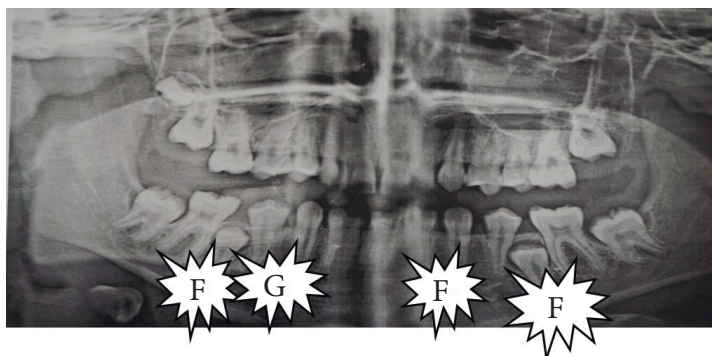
Ortopantomografia pacientei Ț.D., 13 ani, cu diagnoza: anomalie dento-maxilară de clasa II Angle, inocluzie sagitală 8 mm, retenția dinților 35, 45, asociată cu paralizie cerebrală infantilă
